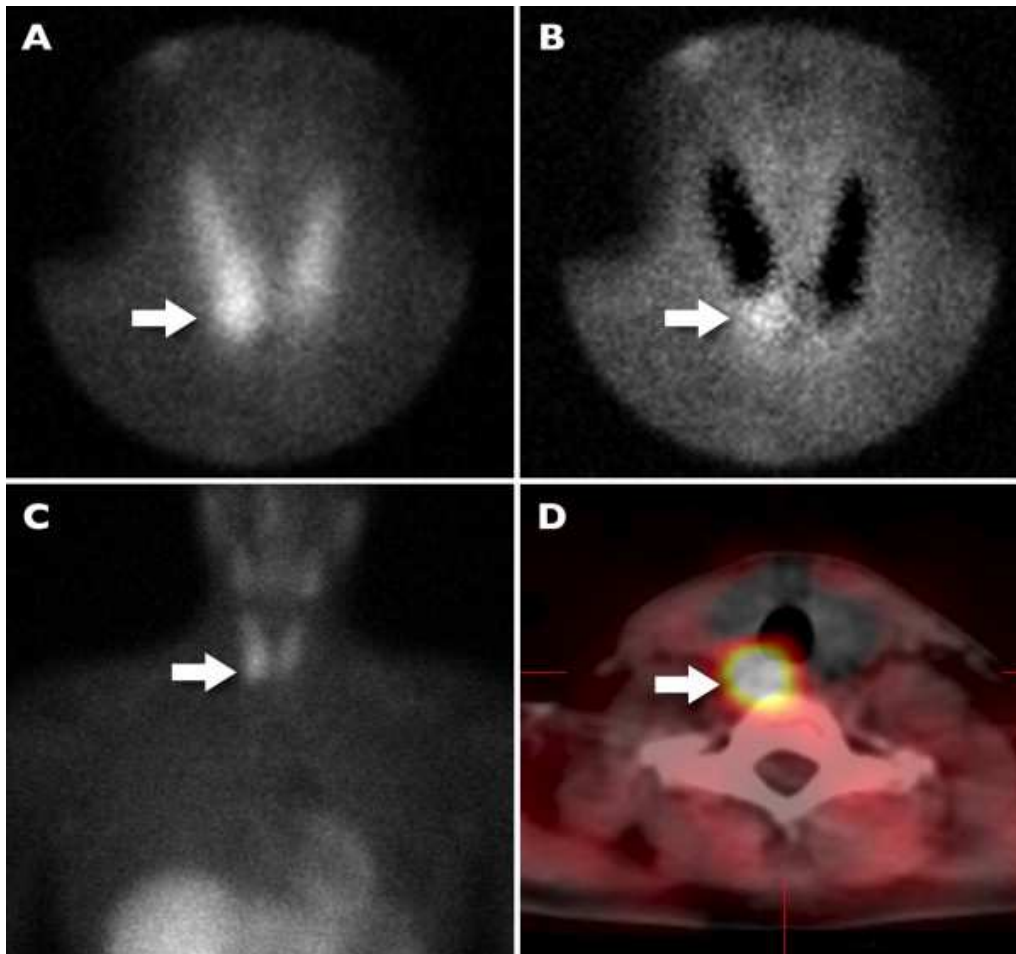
Exemple d'une exploration scintigraphique d'adénome parathyroïdien supérieur avec migration inférieure de la glande parathyroïde. Les acquisitions planaires pinhole (A) et cervico médiastinale (C) au ^{99m}Tc -MIBI montraient un foyer d'accumulation polaire inférieur droit (flèche blanche). Ce foyer était retrouvé sur l'image pinhole de soustraction (B). L'acquisition tomoscintigraphique de soustraction couplée à la TDM (D) montrait la localisation très postérieure – latéro-œsophagienne – de ce foyer liée à l'origine supérieure droite de cet adénome.
